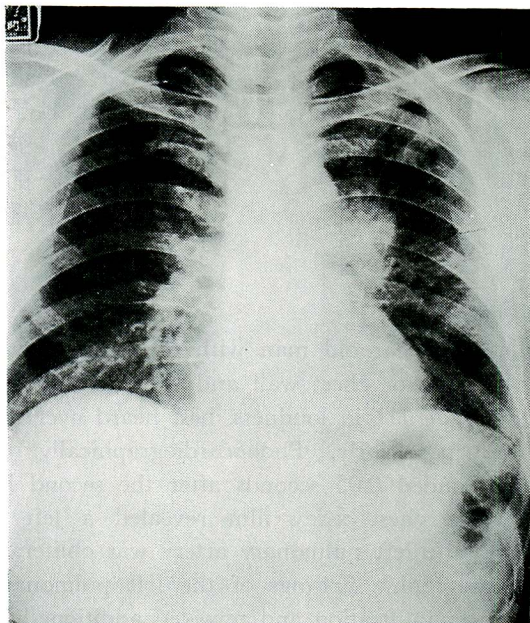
The chest x-ray film on admission showing a large tumor-like shadow in the left hilus.
